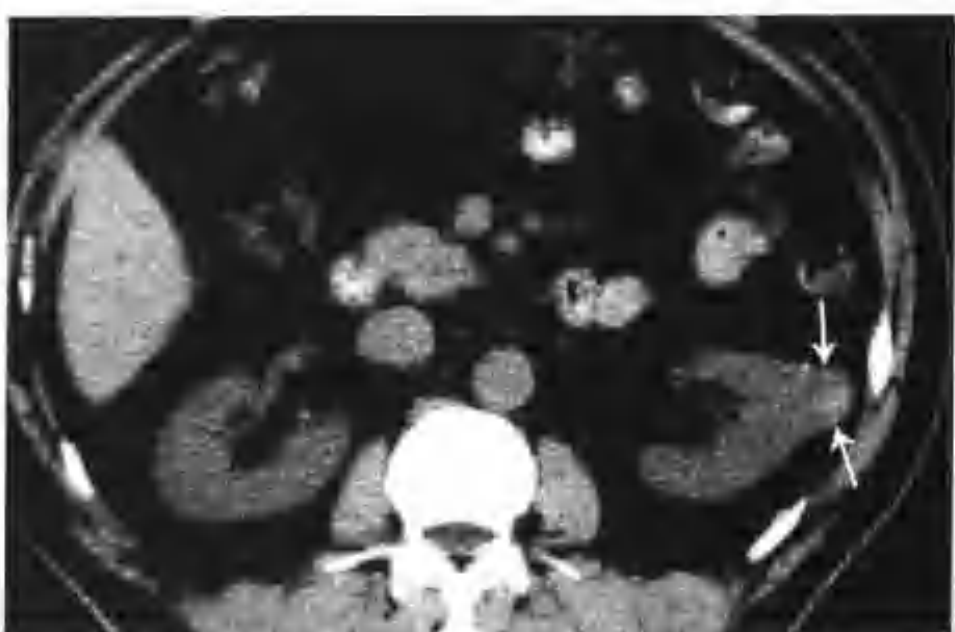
左肾透明细胞癌 (CT 平扫左肾中极见一个等高混杂密度病灶凸出肾轮廓外 (箭头))
